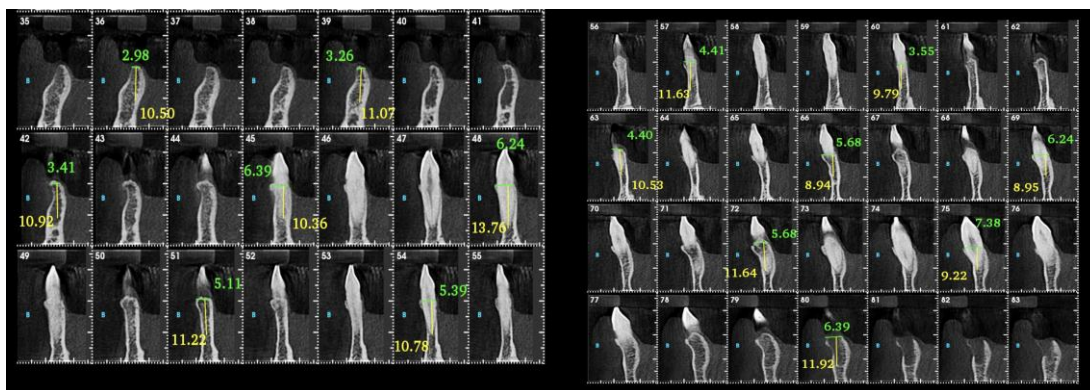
Podem observar nesses cortes da tomografia que apesar de ter dentes presentes na região anterior, não tem osso suficiente para instalação de implantes.
